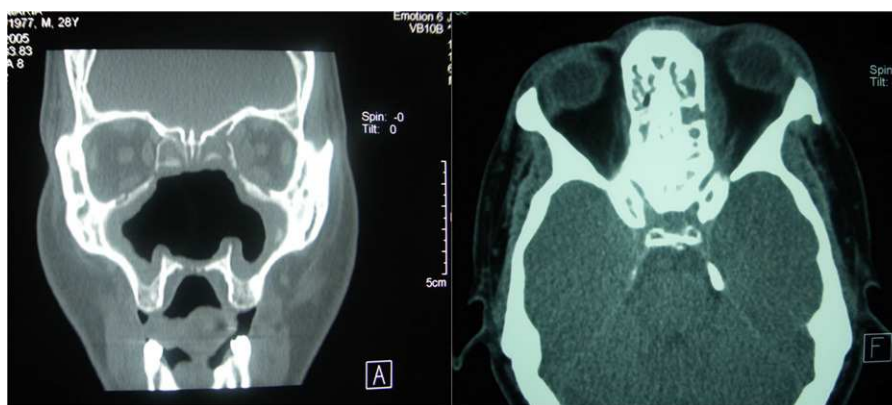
TC coronal y axial que muestra absceso subperióstico izquierdo.
